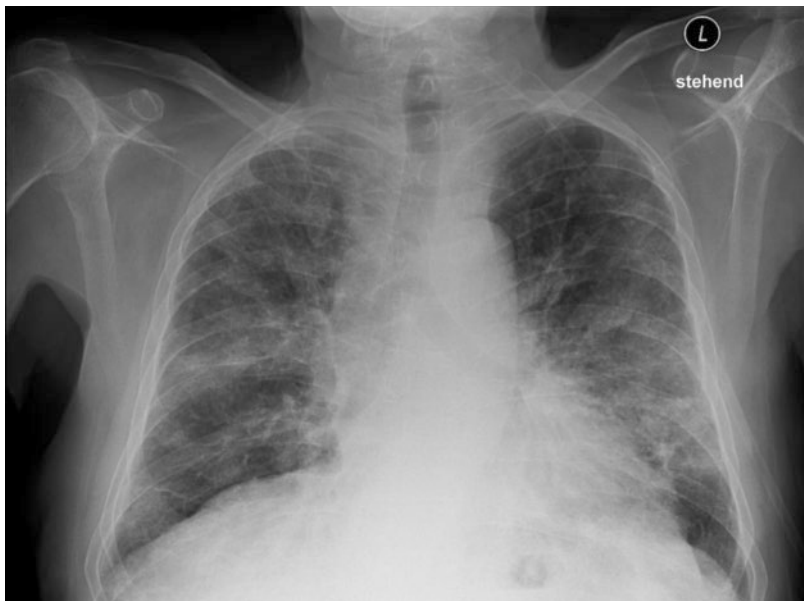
Röntgen-Thorax vor Intubation.
